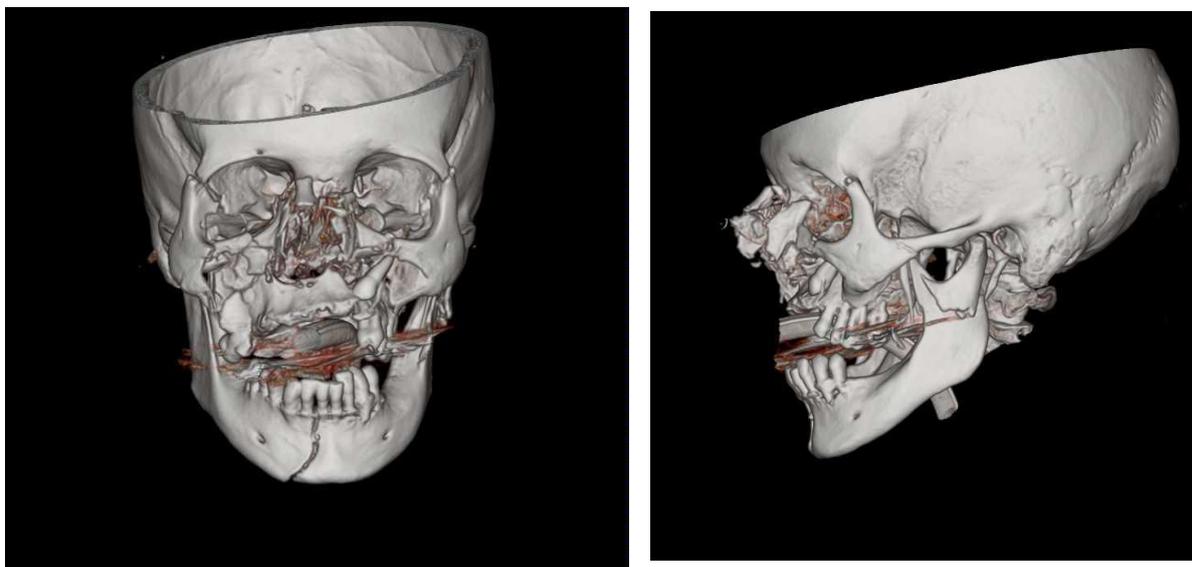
(A) Reconstrução 3D da TC de face com fratura panfacial; (B) Fratura de côndilo mandibular esquerdo classificada como fratura de base condilar.
